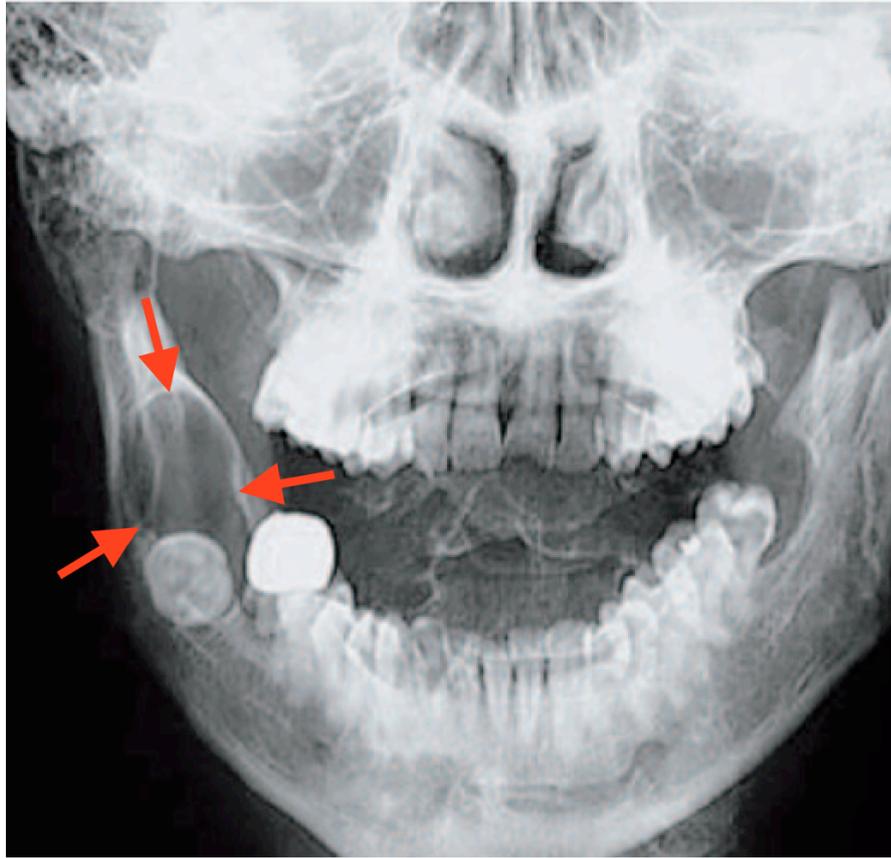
Radiographie face basse bouche ouverte présentant un kyste paradentaire en rapport avec la dent 48 [12].
